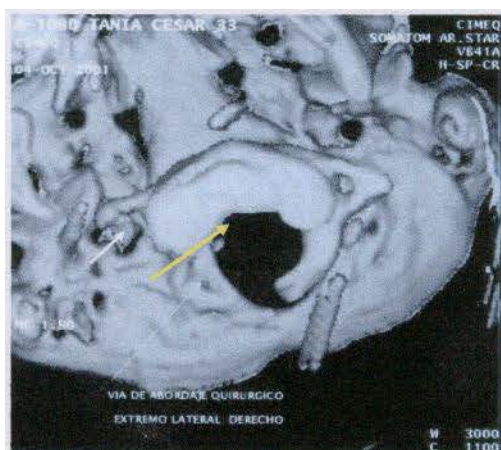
TAC postoperatoria con reconstrucción en 3D del agujero magno en paciente operado de osteocondroma, la flecha blanca señala la apertura del agujero vertebral de C1, la flecha amarilla indica el corredor de trabajo en dirección a la región anterior del agujero magno.
